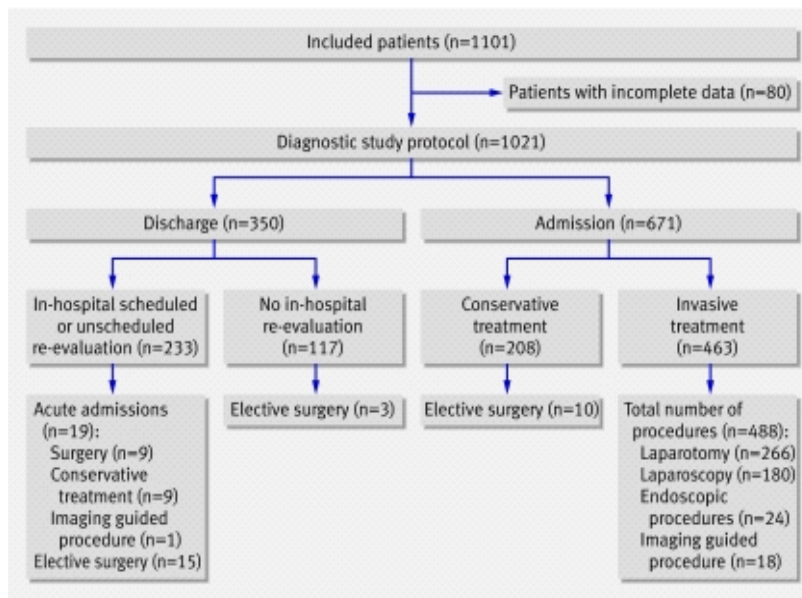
(10) Tolkningen av bildene ved de ulike billedmodalitetene ble gjort uavhengig av hverandre, og kun supplert av klinisk informasjon. Diagnostisering kun ut fra klinikk ga en overdiagnostisering av antall hastetilfeller (urgent). Det samme gjaldt etter tolkning av røntgenbildene. Ultralyd ga derimot en betydelig underdiagnostisering av antall hastesaker. Den mest presise billedemodaliteten var CT.
